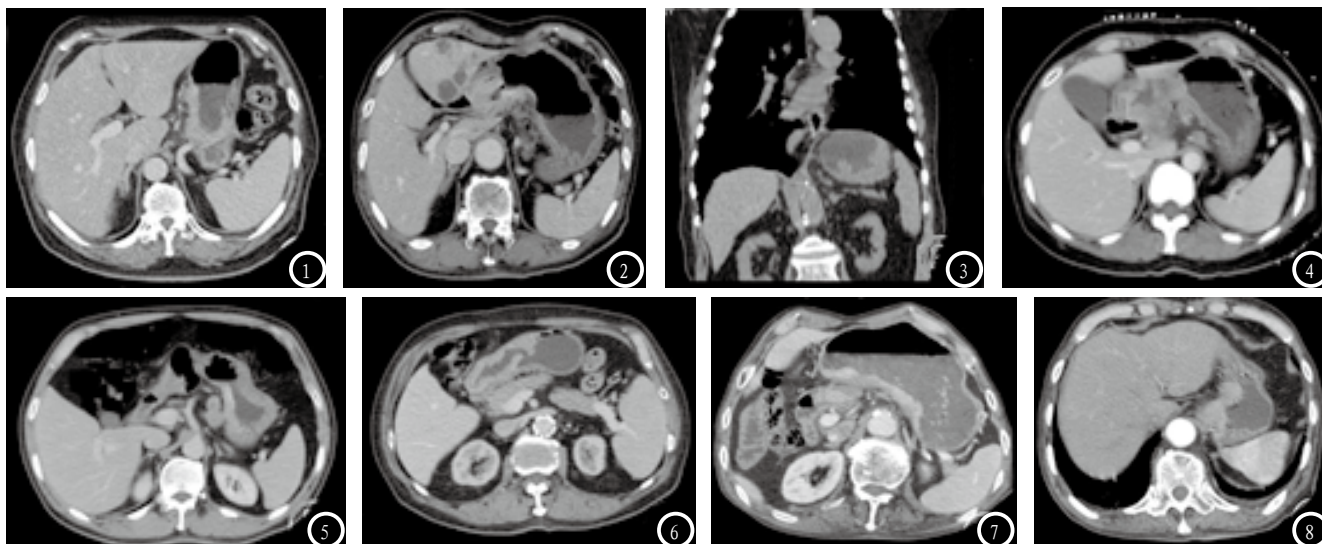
胃癌患者多层CT扫描图像。图1 横断位扫描门脉期：胃底部胃壁不规则增厚，强化，肝胃间隙见肿大强化淋巴结，为胃底贲门部癌伴肝胃间隙淋巴结肿大；图2 横断位增强扫描门脉期：胃窦部胃壁不规则增厚，强化，胃腔狭窄，肝内见多发低密度转移灶，为胃窦癌伴肝脏多发转移灶；图3 矢状位增强门脉期：胃底部胃壁不规则增厚，强化，向腔内结节样凸起；图4 横断位增强门脉期：胃窦部胃壁不规则增厚，强化，管腔狭窄，为胃窦部腺癌伴周围淋巴结肿大；图5 横断位增强门脉期：胃体部胃壁广泛增厚、强化，胃腔狭窄，胃周见多枚肿大淋巴结，为胃体部癌伴淋巴结肿大；图6 横断位增强门脉期：胃窦部低分化腺癌，胃窦壁不规则增厚，强化，胃腔狭窄，向腔内凸入，为胃窦部低分化腺癌；图7 横断位增强门脉期：胃体部、窦部胃壁不规则增厚，强化，胃腔狭窄，向腔内凸入，诊断为胃窦癌；图8 横断位增强门脉期：贲门部胃壁不规则增厚，强化，诊断为胃底贲门癌。
